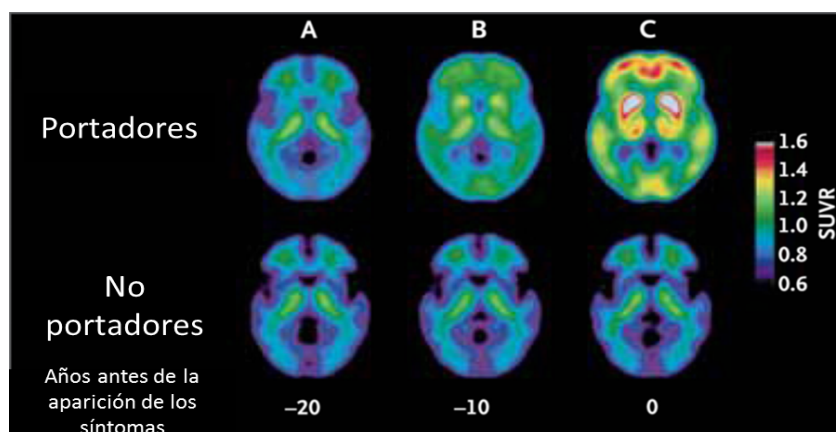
Imagen de PET donde se demuestra la presencia de depósito de β Amiloide. Las imágenes superiores corresponden a un portador de una mutación de transmisión autosómica dominante para la enfermedad de Alzheimer y su evolución desde 20 años antes de la aparición de los síntomas. Las tomografías de la línea inferior sirven de comparación con un no portador (Bateman et al. 2013).
